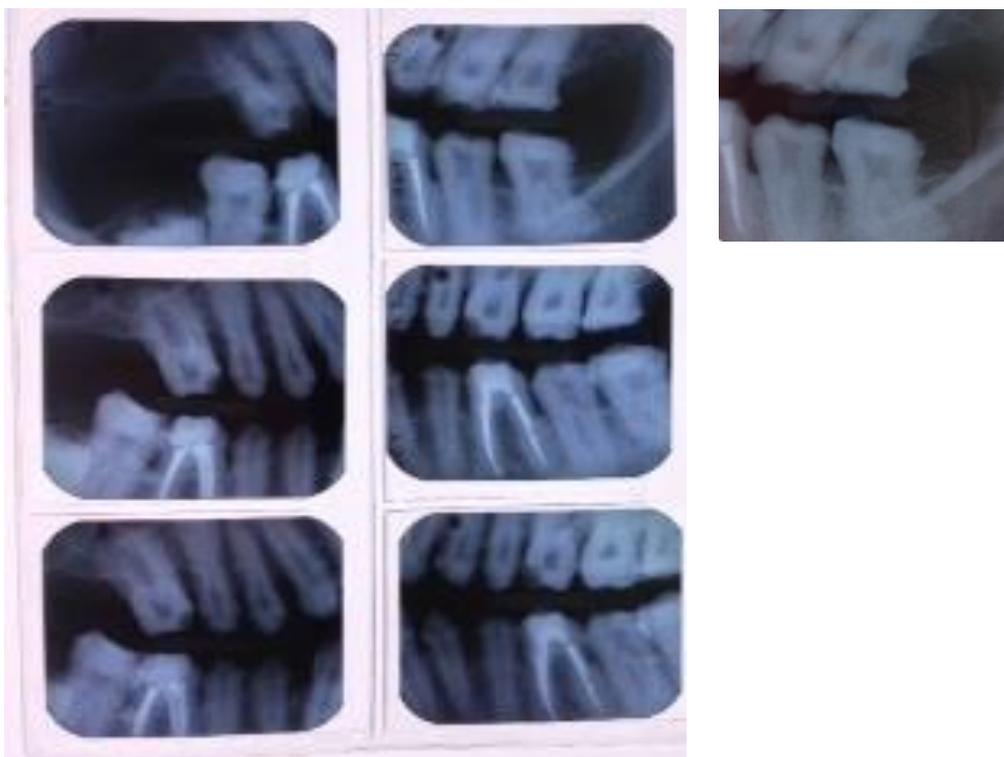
Radiografias interproximais do caso inicial.
